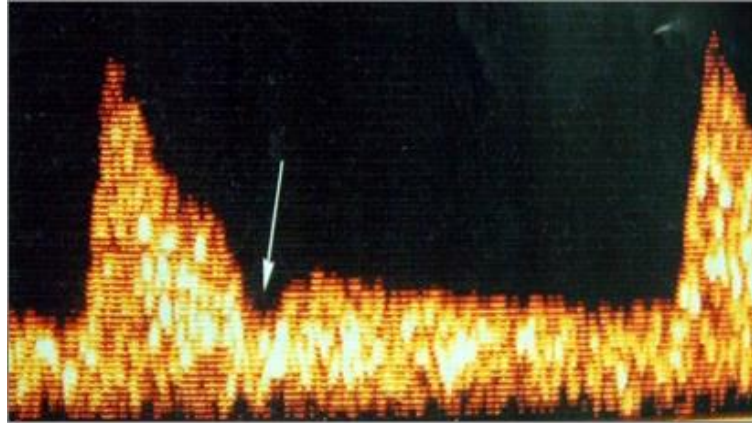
Phổ Doppler ĐMTC bình thường
